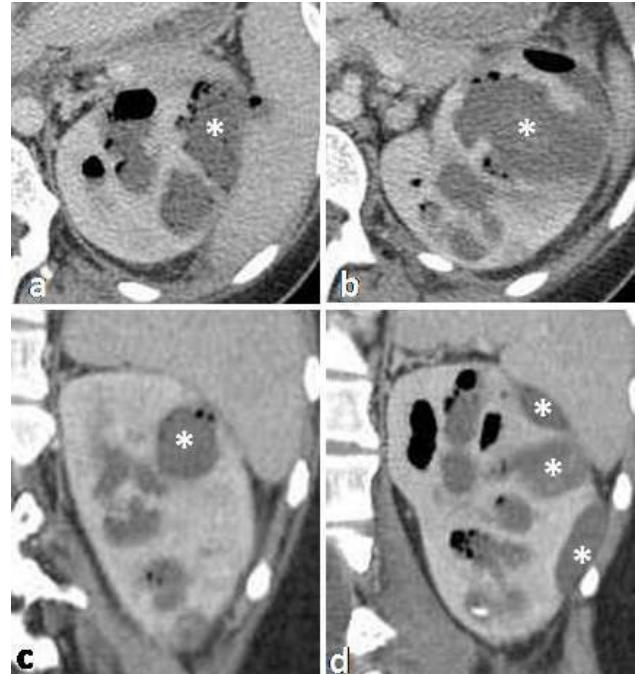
Emphysematous pyelonephritis. Axial (a and b) and coronal (c and d) contrast-enhanced CT images (nephrographic phase) show multiple air bubbles within both the renal parenchyma and the collecting system, with associated fluid collections (*).
